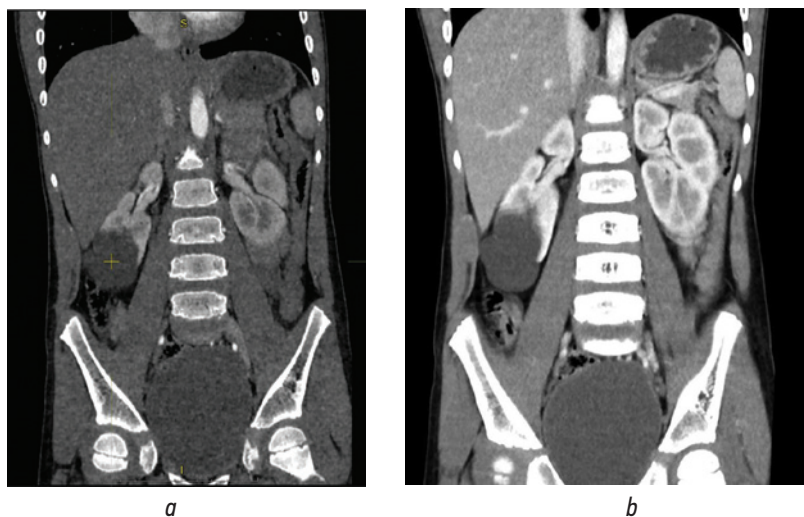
Компьютерная томография пациентов № 1 (а) и № 2 (б) с кистой нижнего полюса правой почки
